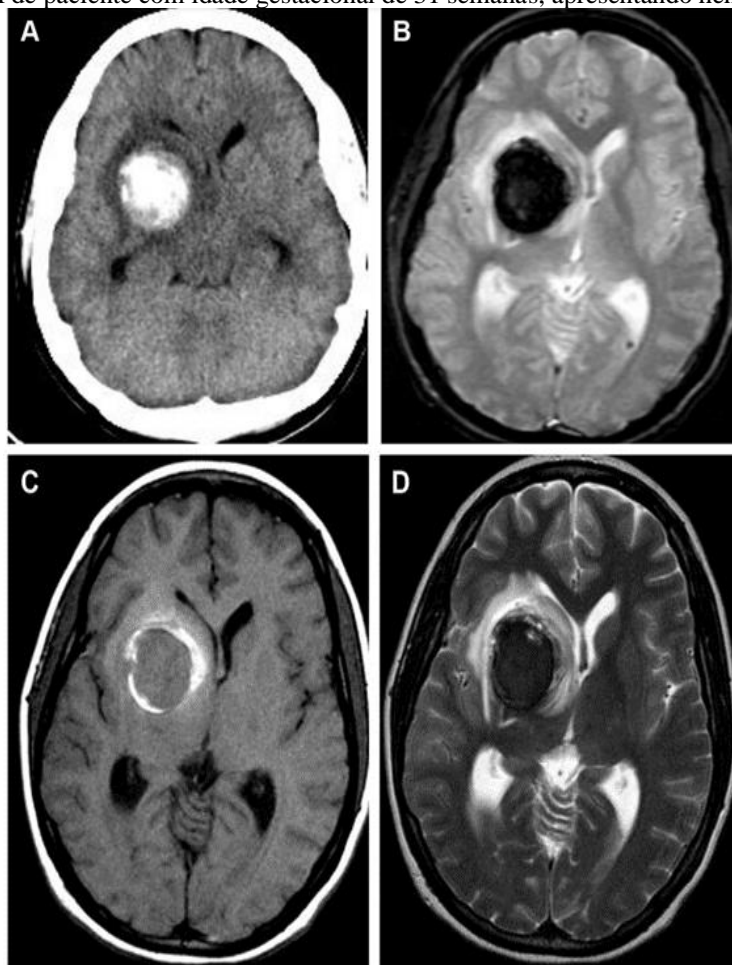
Uma mulher de 32 anos com 31 semanas de gestação com hemiplegia esquerda mostrando hemorragia nos gânglios basais direitos na TC (A), suscetibilidade em imagens ponderadas por suscetibilidade (SWI) (B), T1 iso central e T2 baixo sinal com borda de alto T1 e alto sinal T2 representando desoxi (C) e metemoglobina (D), respectivamente. (Fonte: Sternick S e Hsu L, 2019)
